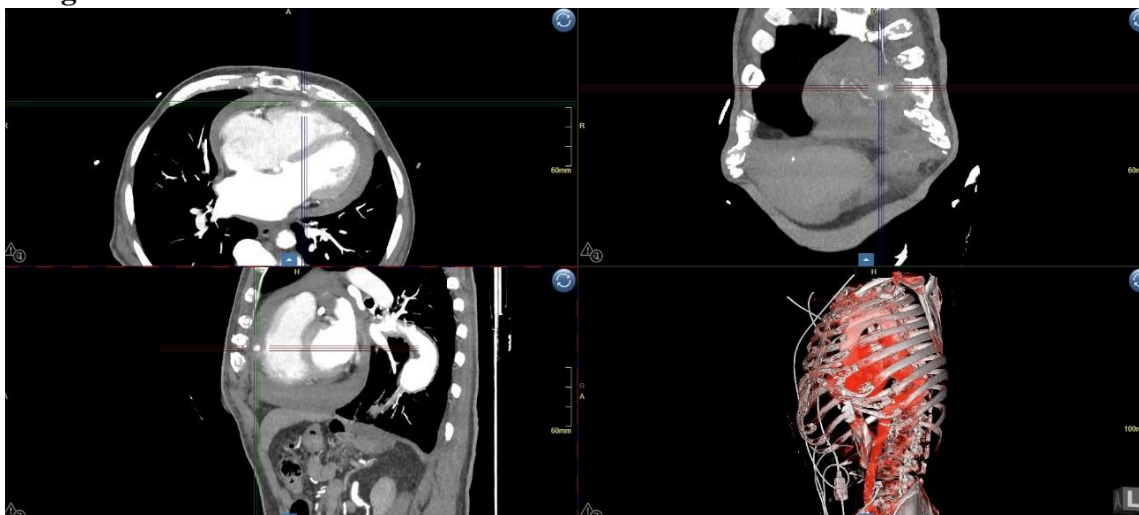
TC body con contraste. Reconstrucción multiplanar donde se localiza en los 3 planos extravasación de contraste desde el ventrículo derecho hacia el saco pericárdico. Hemopericardio circunferencial de 1 cm.
